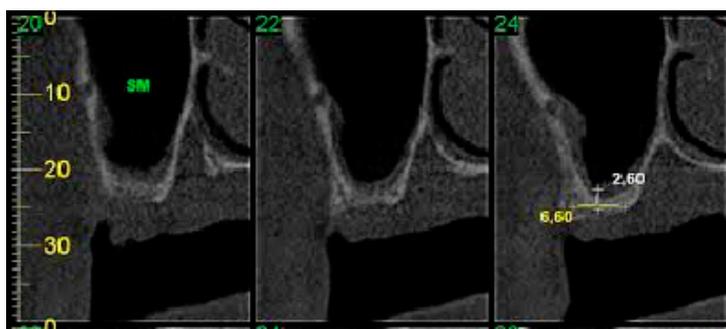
Severa perda óssea maxilar observada em tomografia computadorizada
